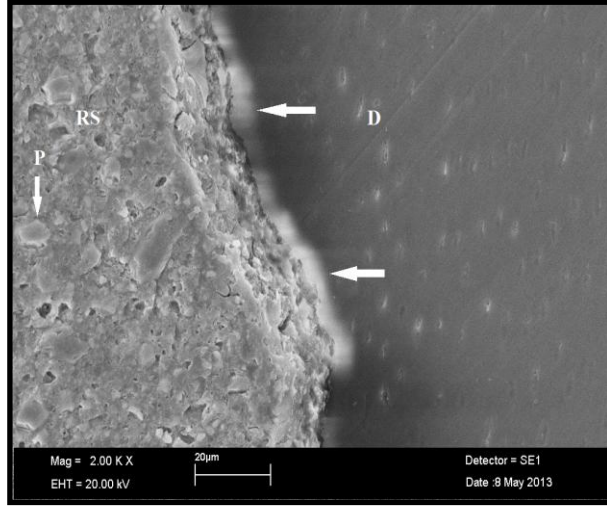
G-Cem-Ultrason grubunun rezin siman-dentin ara yüzünün SEM görüntüsü ( x 2000 büyütme). Bu grupta rezin siman tabakasında hava kabarcıklarına rastlanmamıştır. Oklar arasında dentindeki yüzeyel demineralizasyon alanları izlenmektedir (RS: Rezin siman, D: Dentin).
